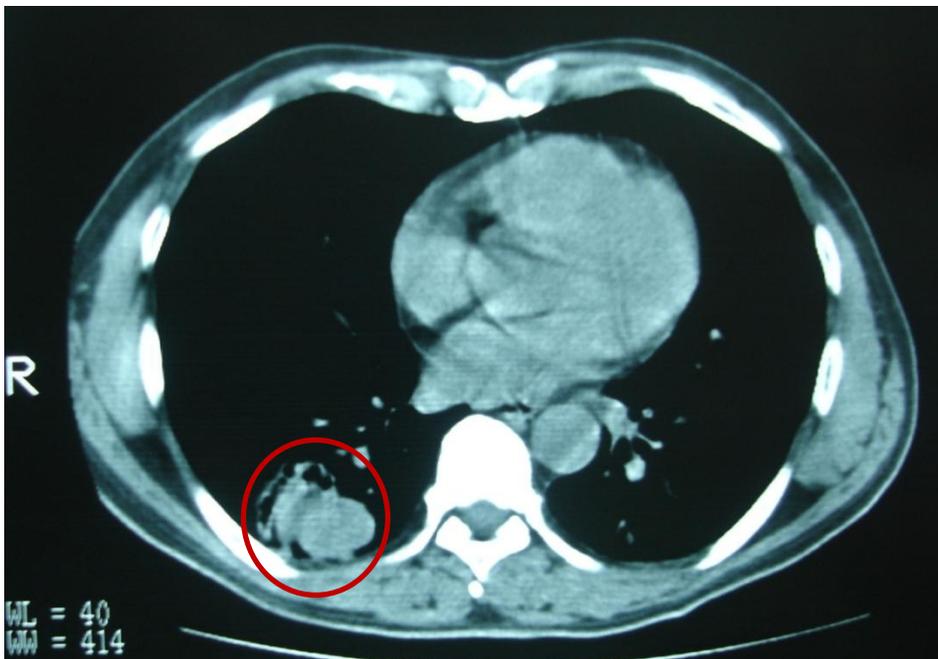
Imagem de Tomografia Computadorizada em corte axial do tórax mostrando massa hiperdensa no pulmão direito.
